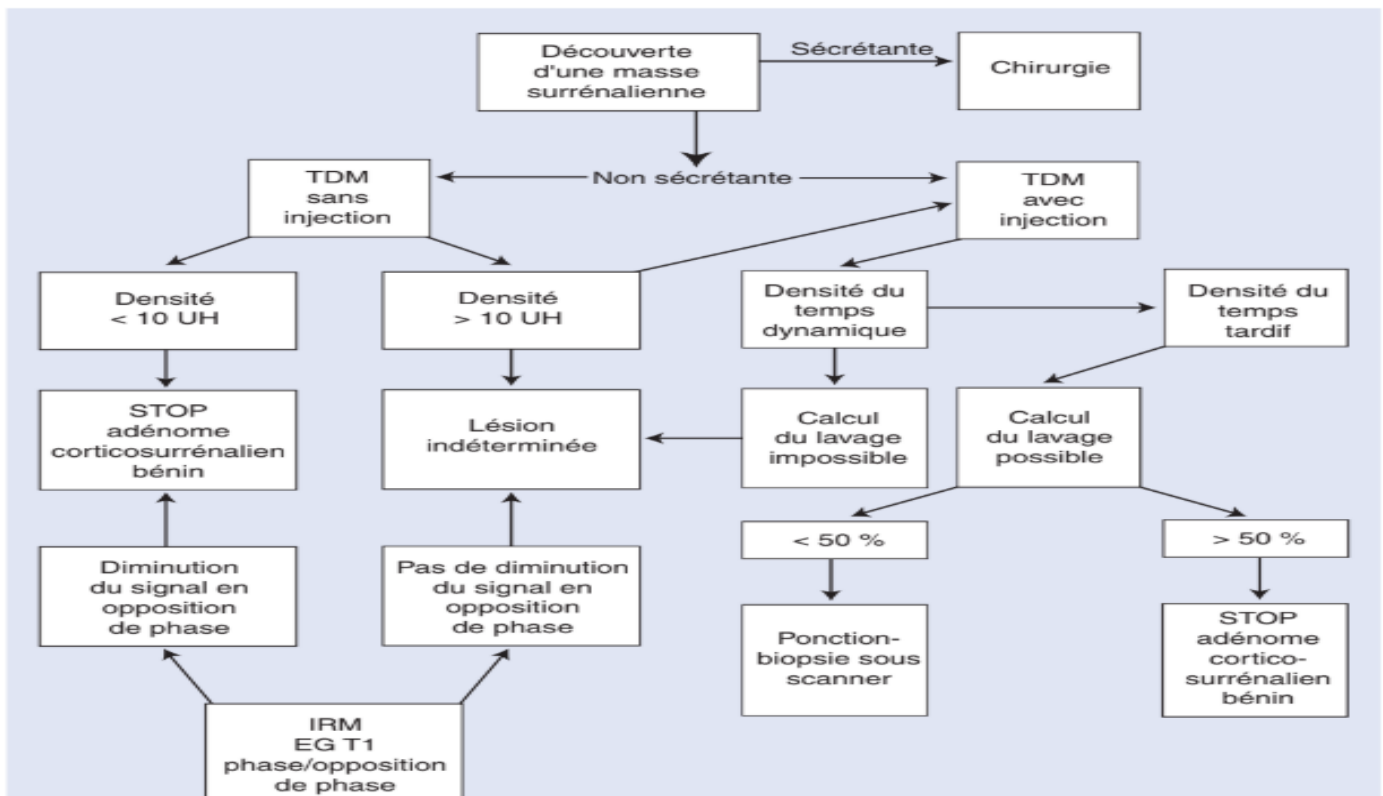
Arbre décisionnel. TDM : tomодensitométrie ; UH : unités Hounsfield ; IRM: imagerie par résonance magnétique. [84]
